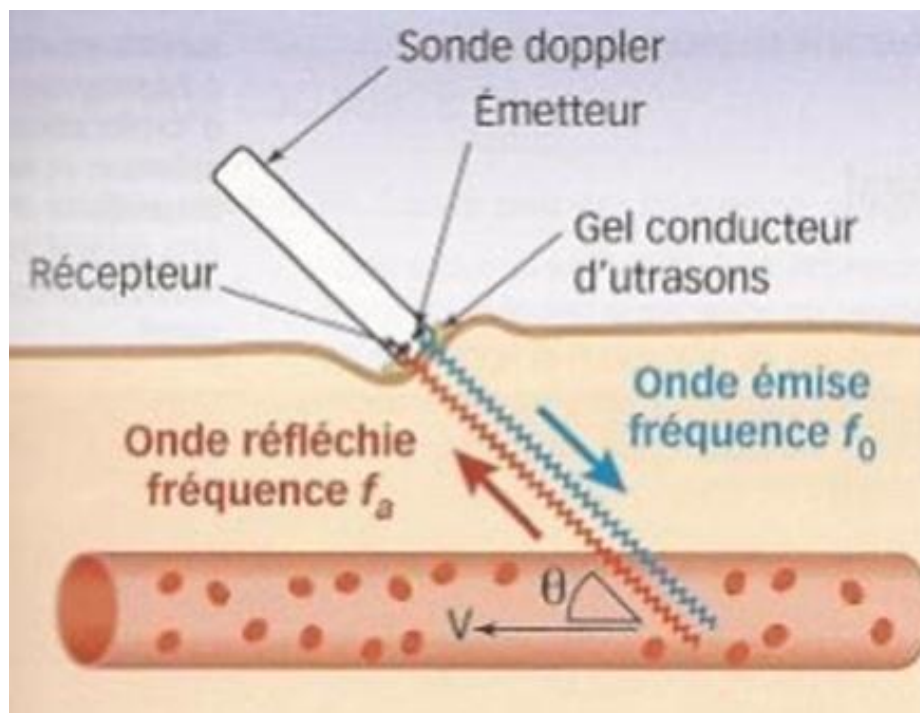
le principe de l'effet doppler
